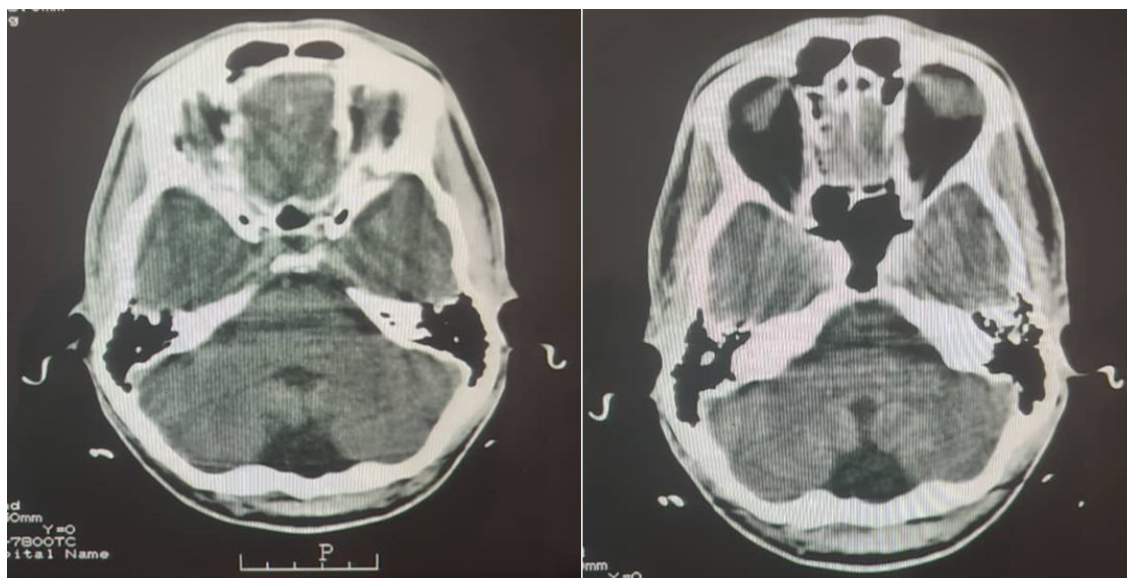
TAC craneal que muestra la megacisterna magna
